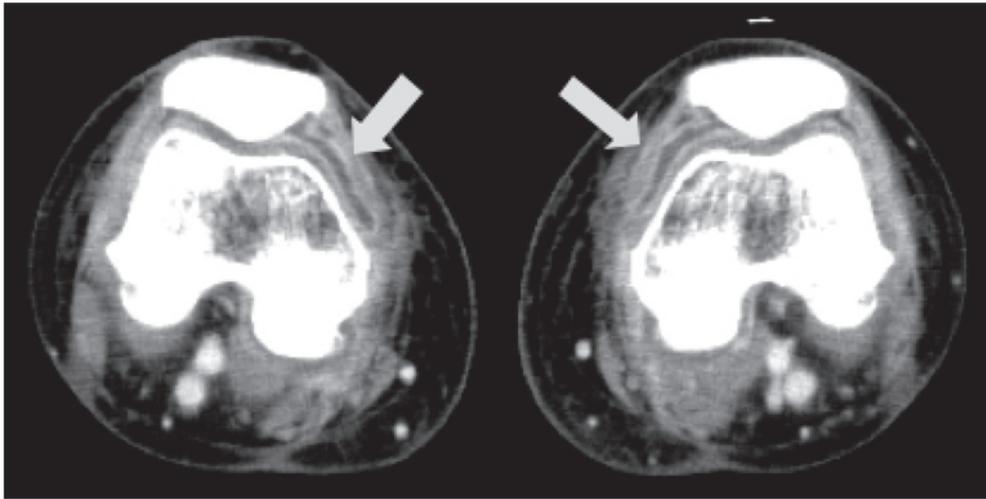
症例2の膝関節CT. 両下腿浮腫, D-dimer 高値で血栓症除外のため造影CTを実施すると膝関節で左右対称性に関節包に造影効果がみられた.
